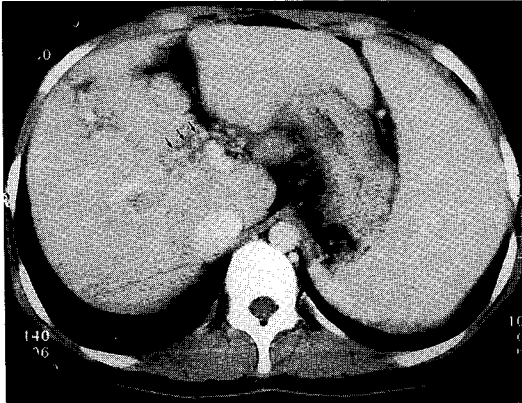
Abdominal CT scan shows cavernous transformation (arrows) and splenomegaly.
